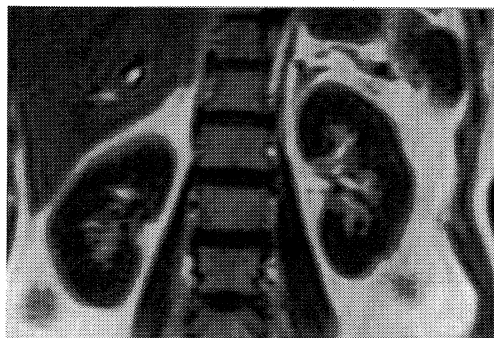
Magnetic resonance imaging of the abdomen.
